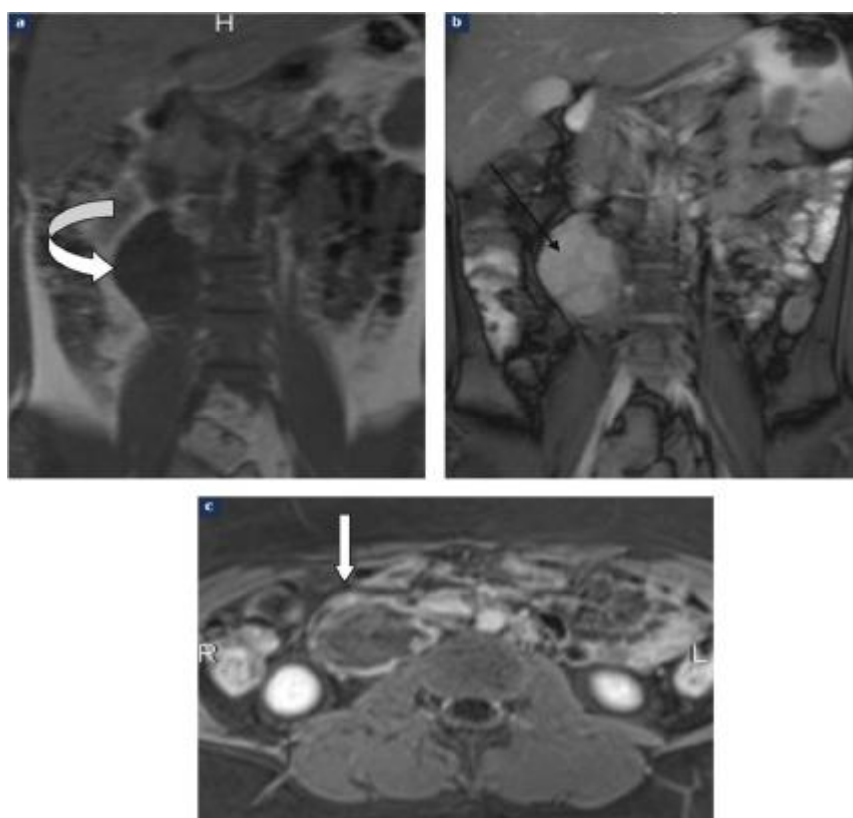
IRM abdominale en coupe coronale T1 (a) et T2 (b) (102)
